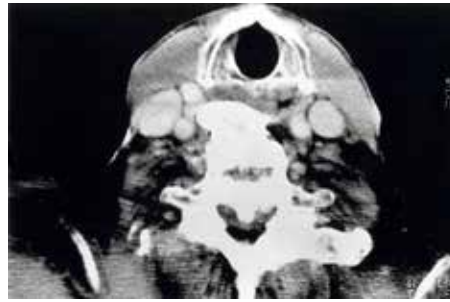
Tomografía axial computerizada. Corte axial. Nivel subglótico. Osteofito gigante que invade espacio carotídeo derecho.
